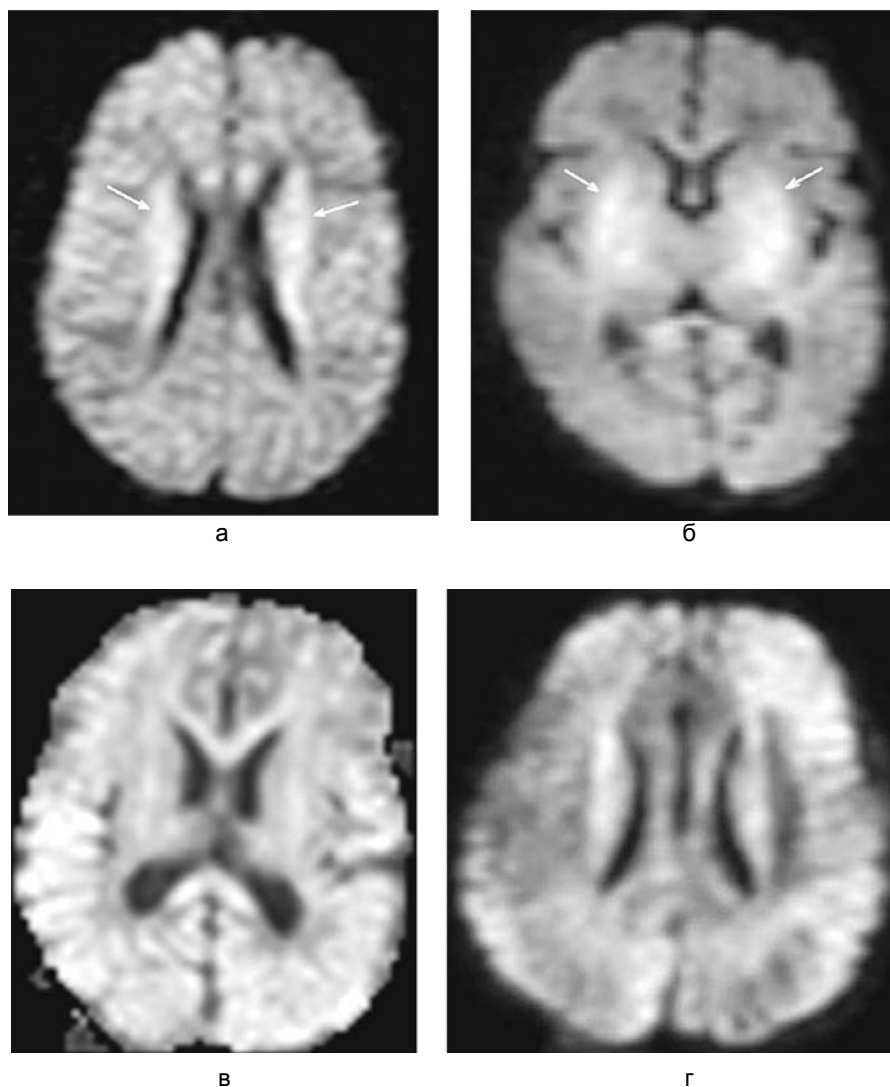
МРТ. Диффузионно-взвешенные изображения:
